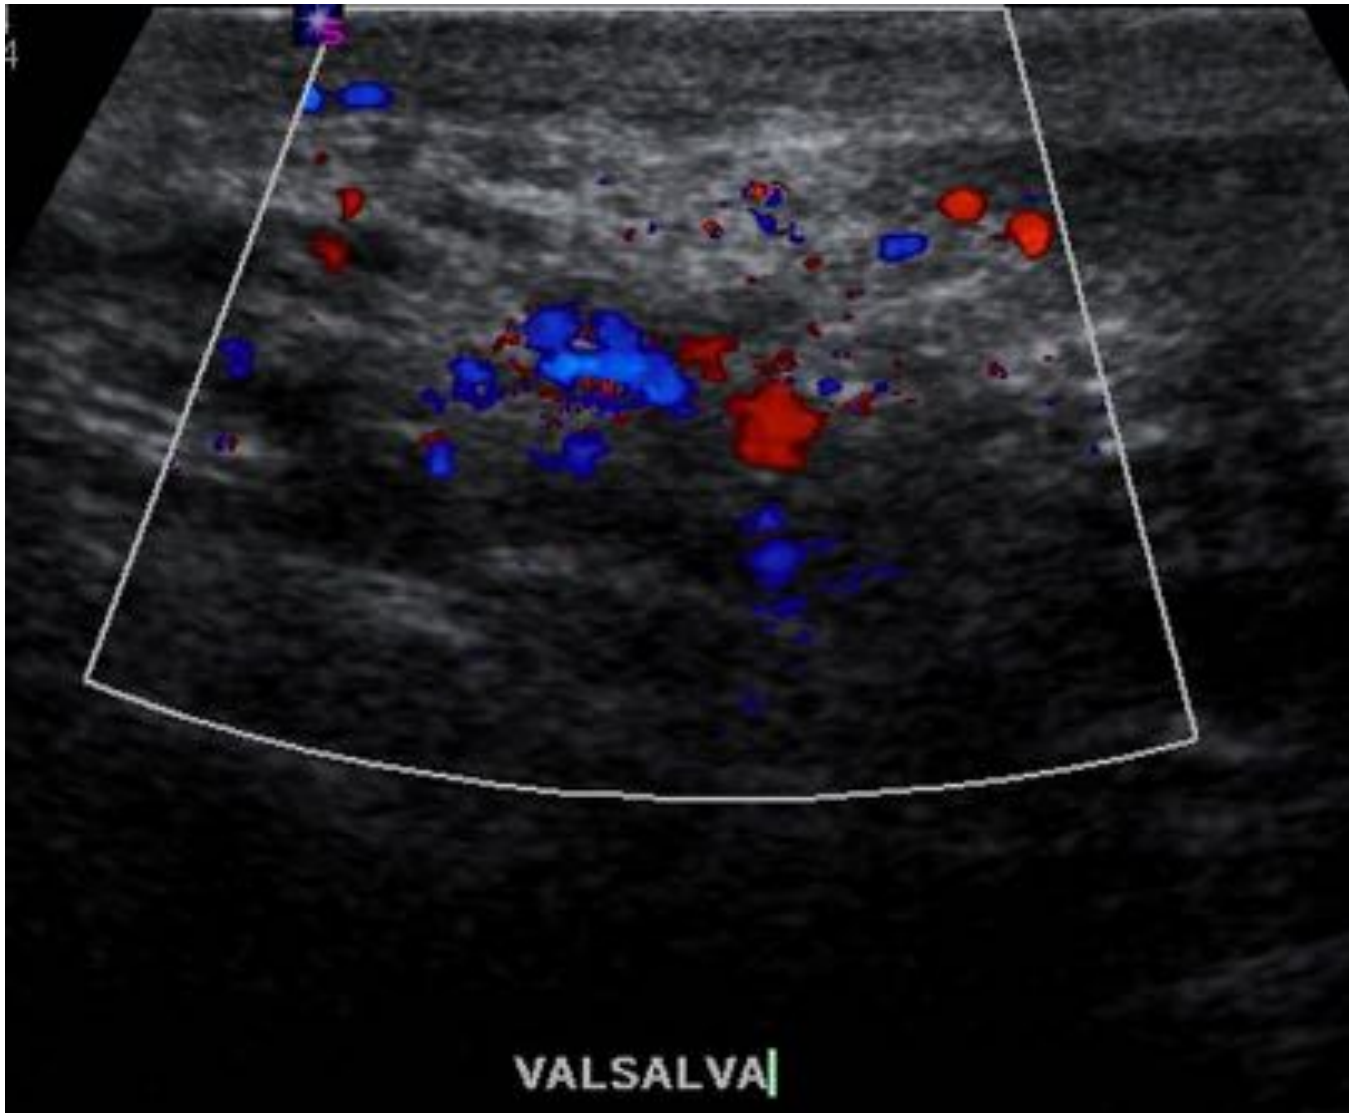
Ecografía de control 3 meses después de la embolización.
